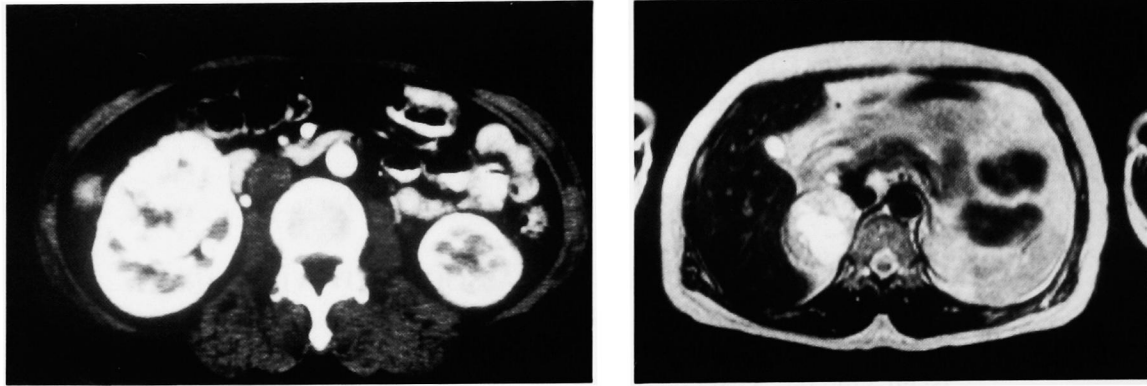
Enhanced CT image shows a heterogeneous mass in the right kidney. MRI demonstrates a high intensity and heterogeneous suprarenal mass on T2-weighted sequences.
